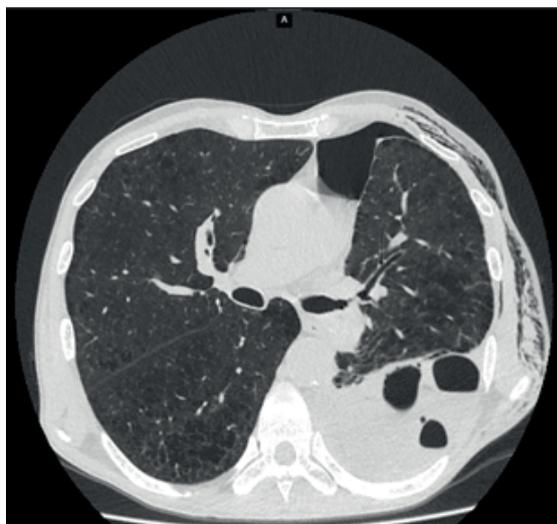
Скан КТ ОГК с ограниченной эмпиемой плевры с бронхоплевральным свищом
